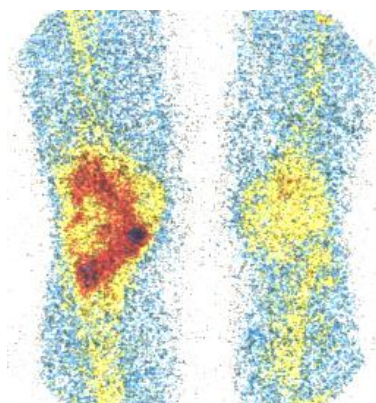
Остеосцинтиграмма, выполненная на 14 день после остеоперфорации (первая стадия артроза). В пораженном суставе (слева) повышенное накопление меченого технефора, свидетельствующее о существенном усилении репаративных процессов в костной ткани.
